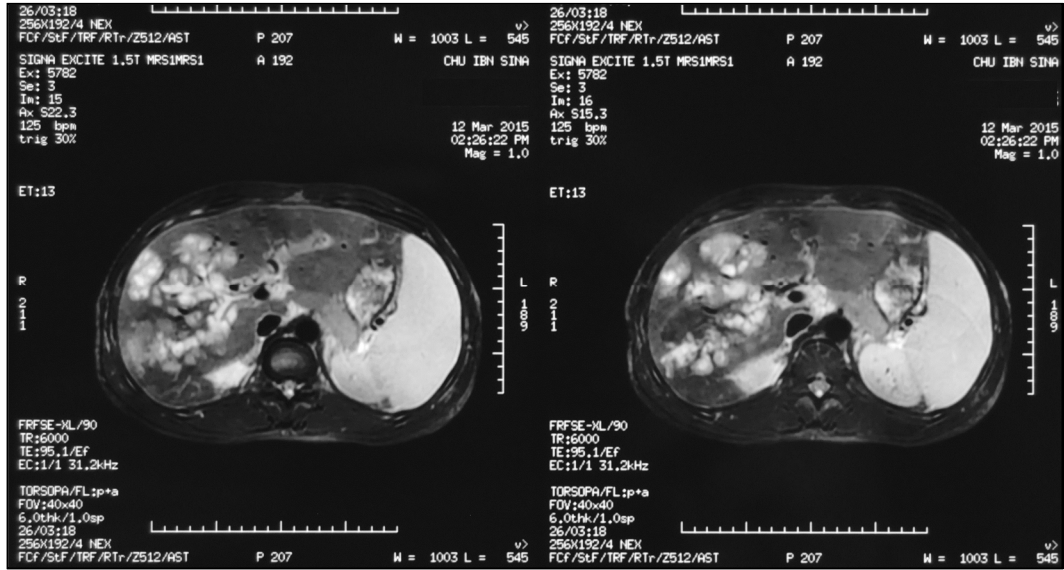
Bili-IRM: Dilatation kystique des voies biliaires intra-hépatiques droites.
